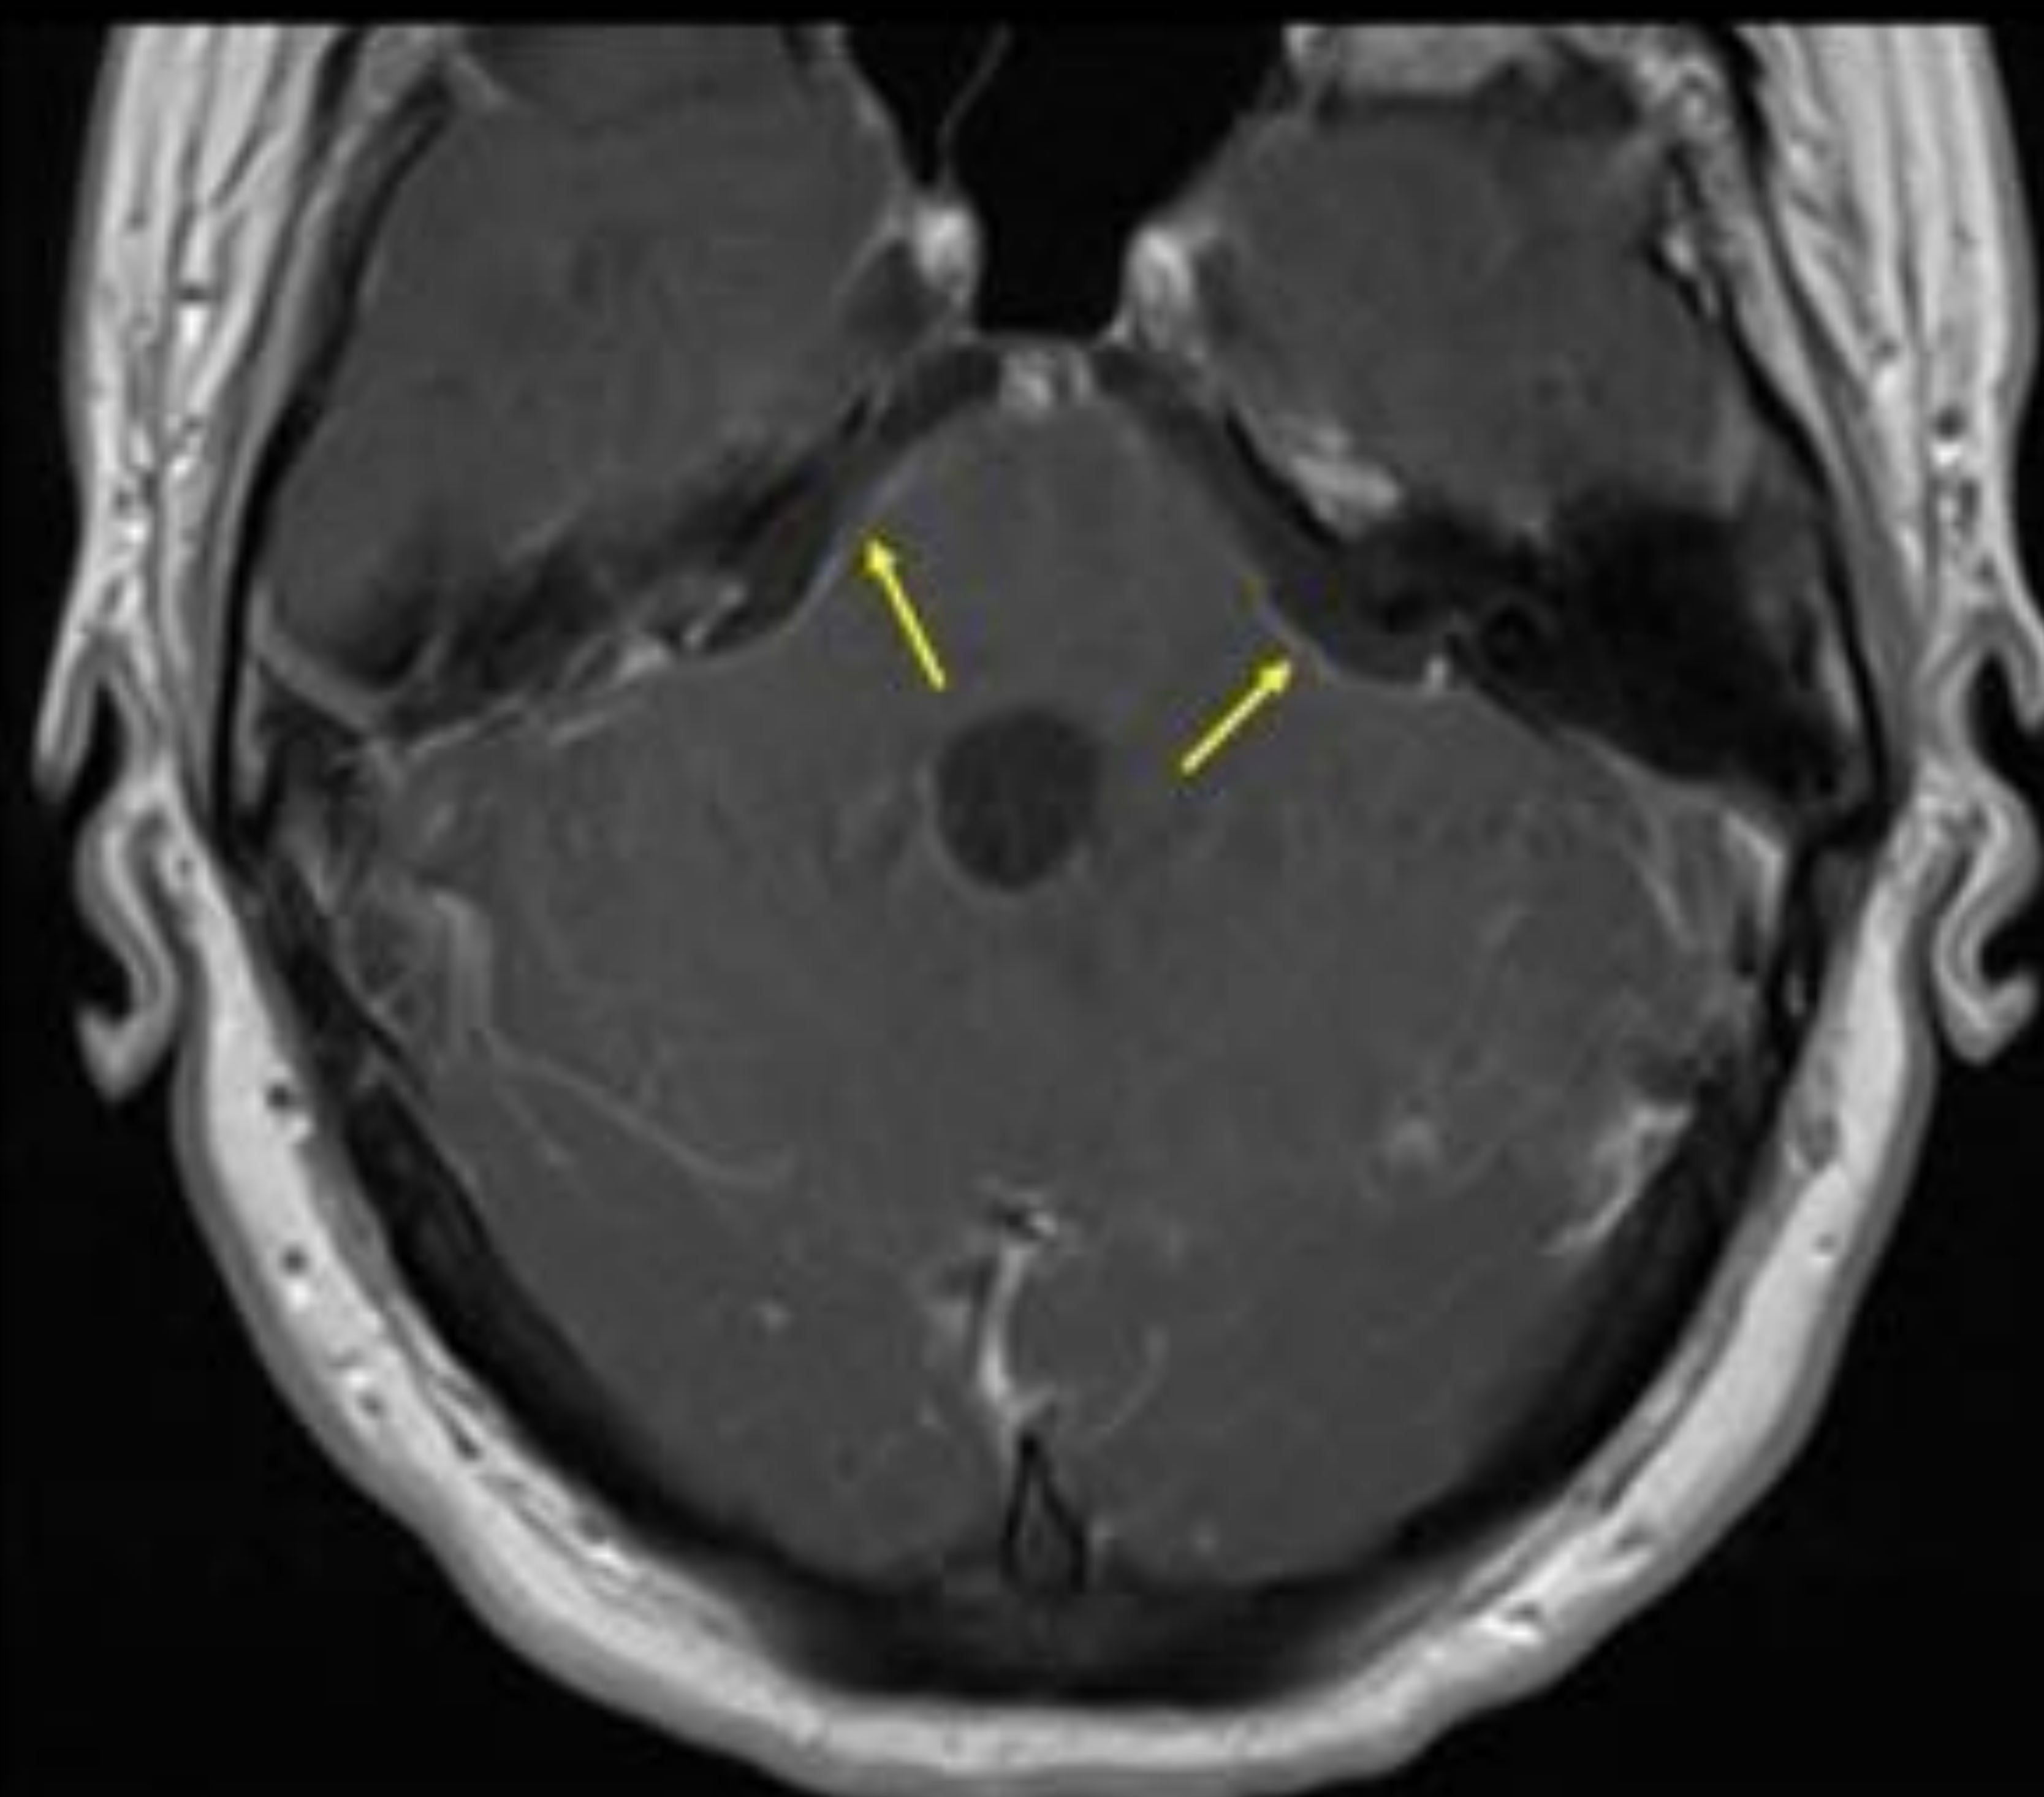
Mujer de 49 años diagnosticada de linfoma no Hodgkin que acude por temblor general, debilidad muscular y dolor lumbar intenso. A) La TC coronal muestra adenopatías en el ligamento gastrohepático y en cadenas retroperitoneales y periceliacas [flechas azules], así como una gran esplenomegalia [flecha naranja] con infarto esplénico asociado [asterisco naranja]. B) Realce leptomenígea de las folias cerebelosas y en la cisterna del APC [flechas rojas] sugestivas de carcinomatosis leptomenígea por linfoma.
